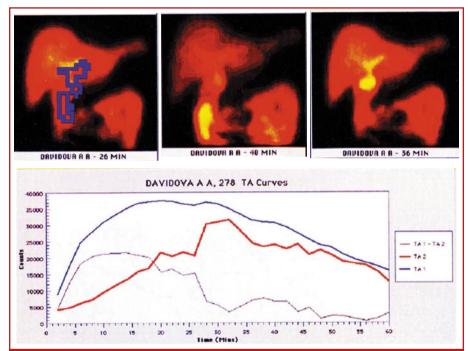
Сцинтиграммы парадоксальной дискинезии сфинктеров Одди и Мирицци (красный цвет — кривая холедоха, черный — кривая внутрипеченочных протоков)
